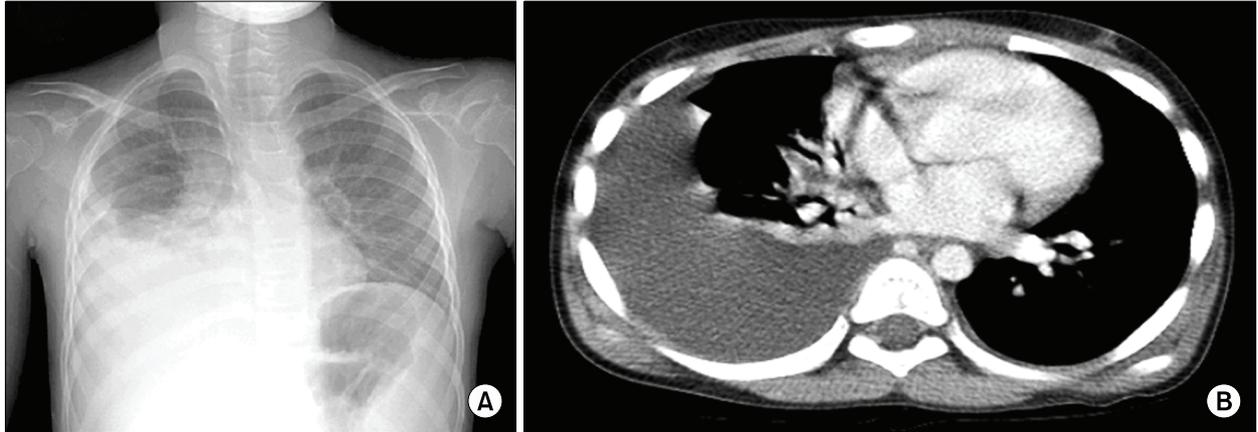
Chest PA (A) and chest CT scan (B) show large amount of pleural effusion, right.
